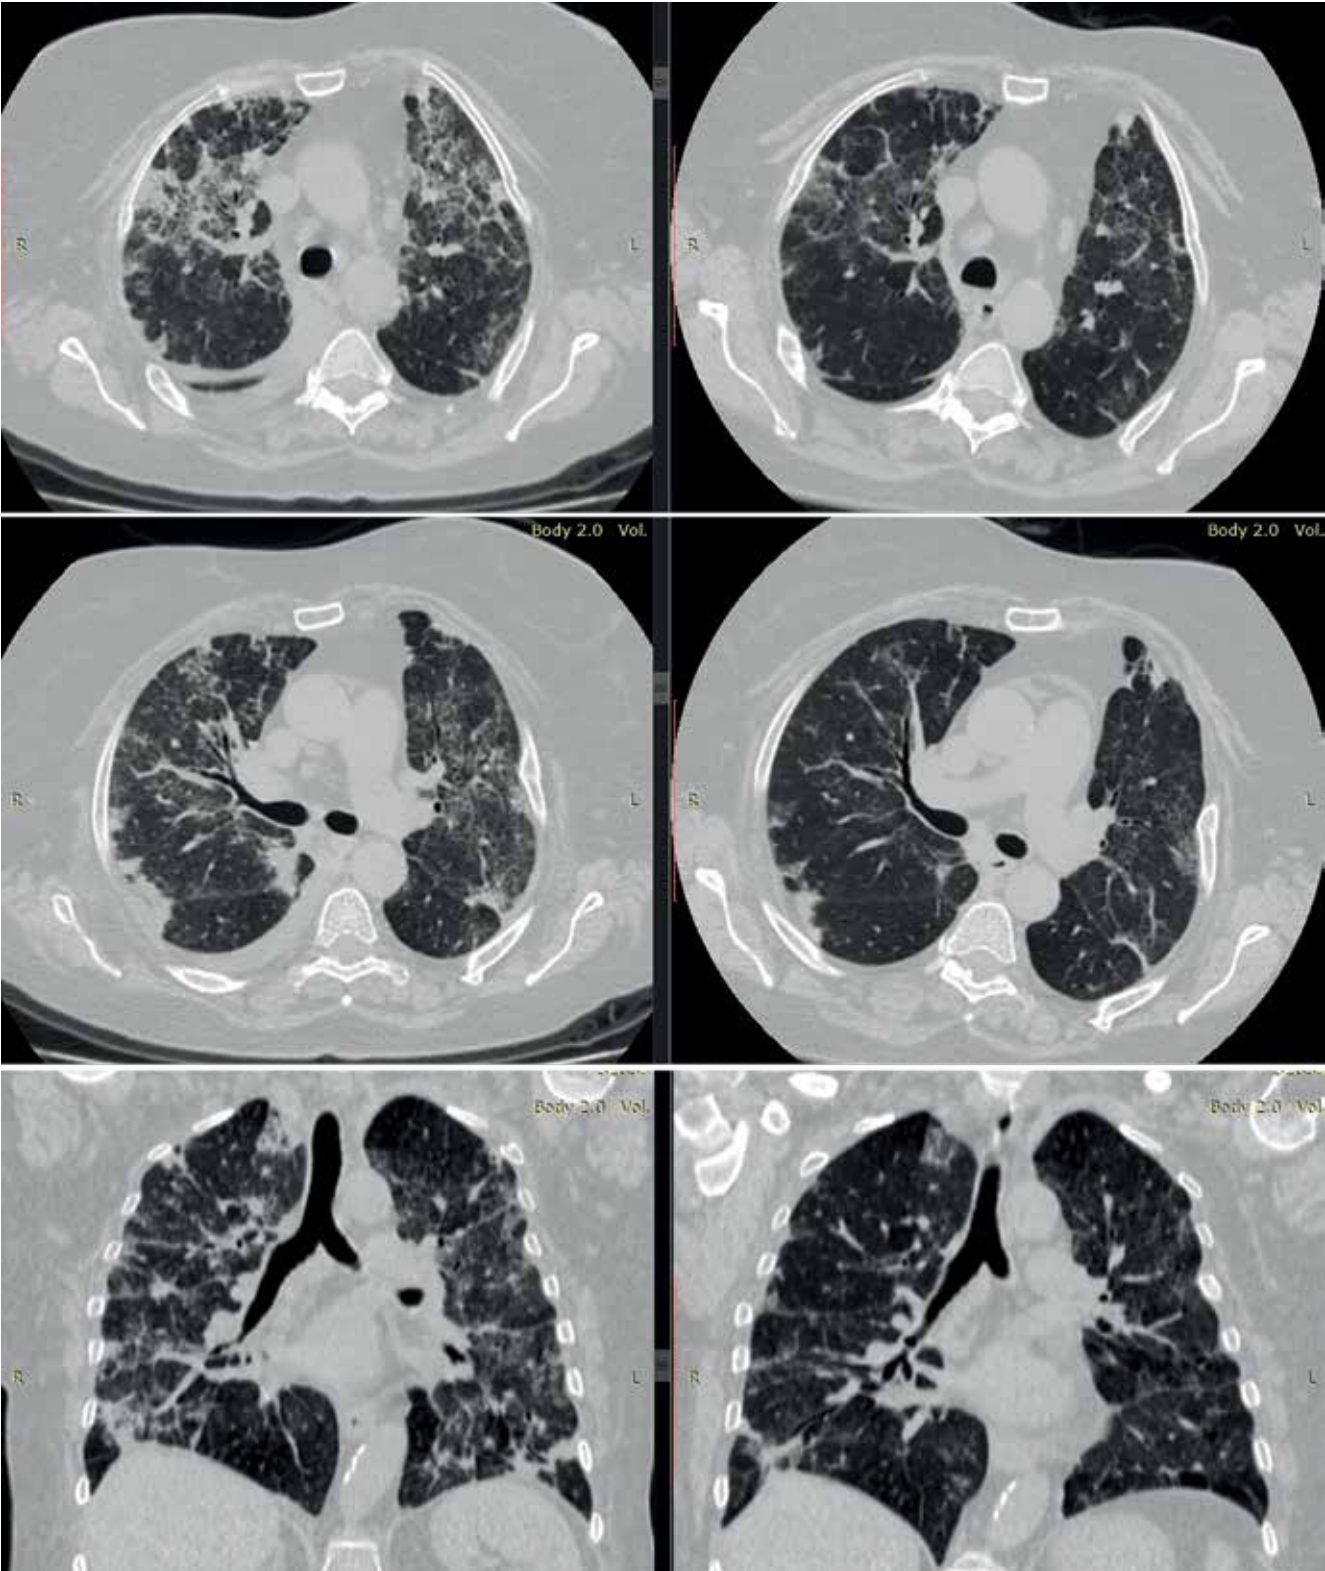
Пациентка П. КТ ОГК. Левая колонка – до начала курса сурфактант-терапии, правая колонка – после окончания. Описание в тексте
